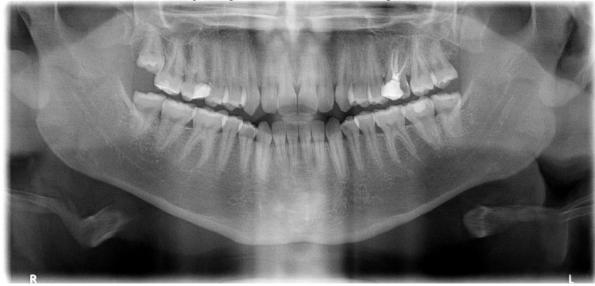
Imagem fantasma de objetos metálicos: quando o paciente possui objeto(s) metálico(s) na área radiografada (brincos, por exemplo), estes podem gerar uma imagem fantasma no lado oposto
